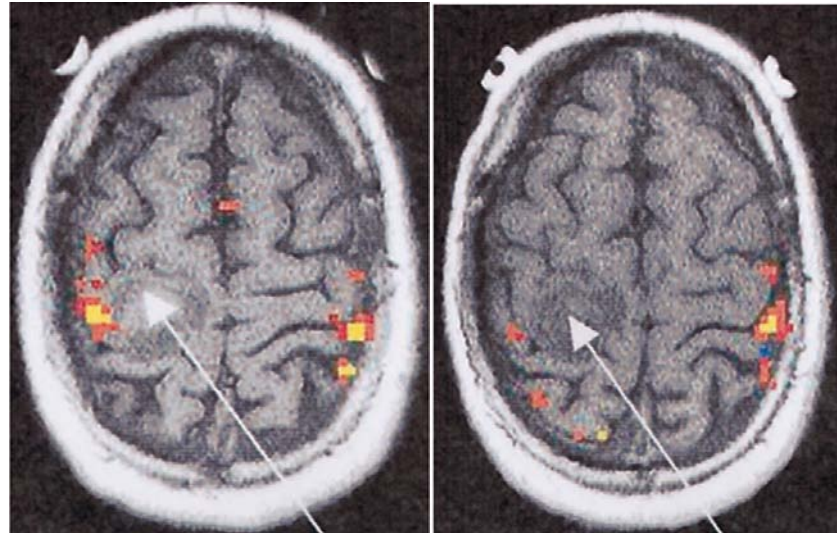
Cliché d'IRM fonctionnelle pris chez un patient présentant une tumeur pariétale droite (flèche) .cliché pris en demandant au patient de réaliser une opposition pouce index. [67]
